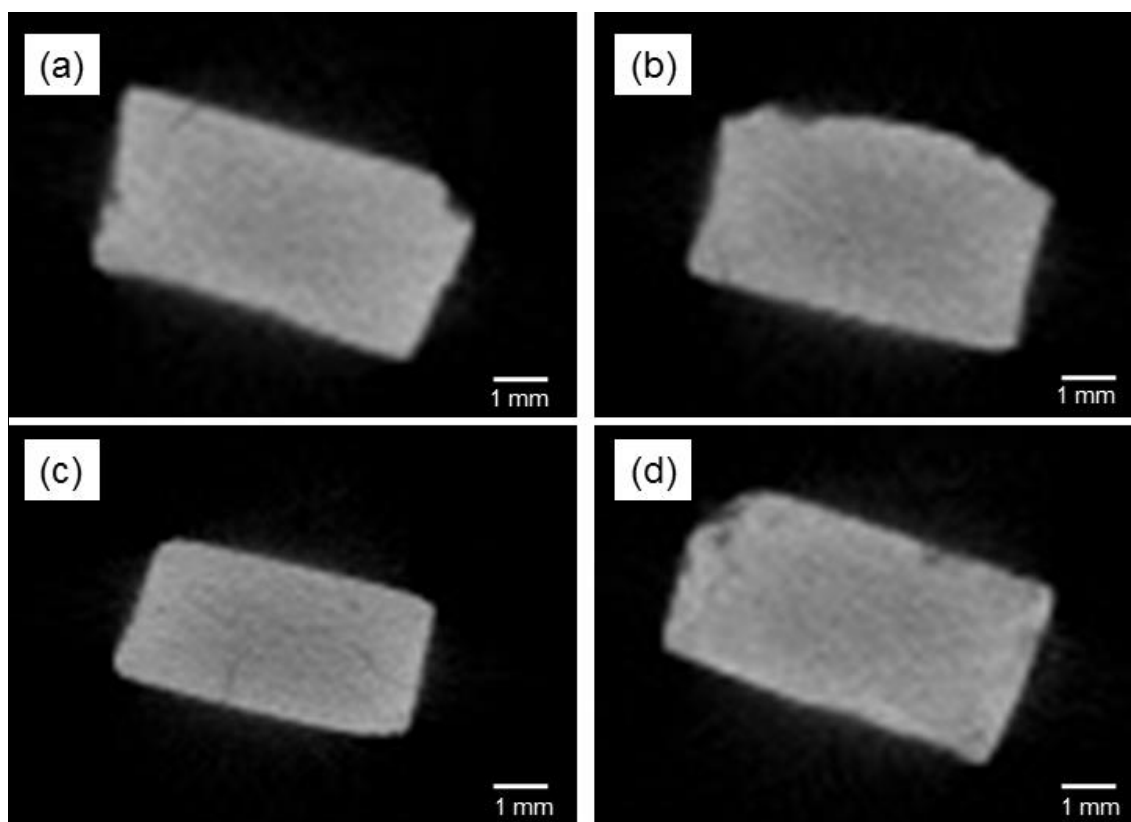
高湿度条件下保存試験後 ZnClAp X線CT画像
